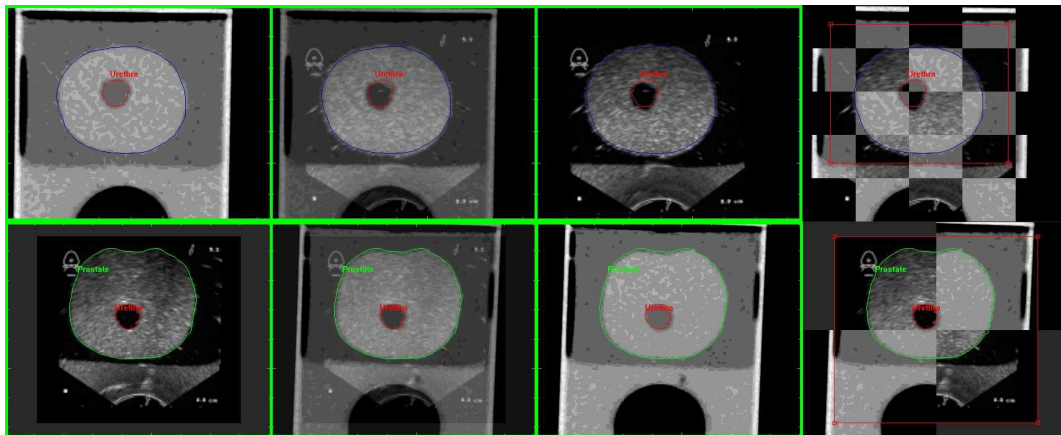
Registrierung eines Phantomdatensatzes ohne Katheter. Von links nach rechts: Ein Schnittbild des Referenzvolumens (oben: CT, unten U/S), der entsprechende Schnitt durch den fusionierten Datensatz (Gewichtungsfaktor des Blendings: 0.5), analog die entsprechende Darstellung des Modellbildes und fusioniertes Schnittbild in Schachbrettdarstellung. Die Segmentierung der Organe wurde im jeweiligen Referenzvolumen durchgeführt und durch Überlagerung im Modellbild dargestellt.
